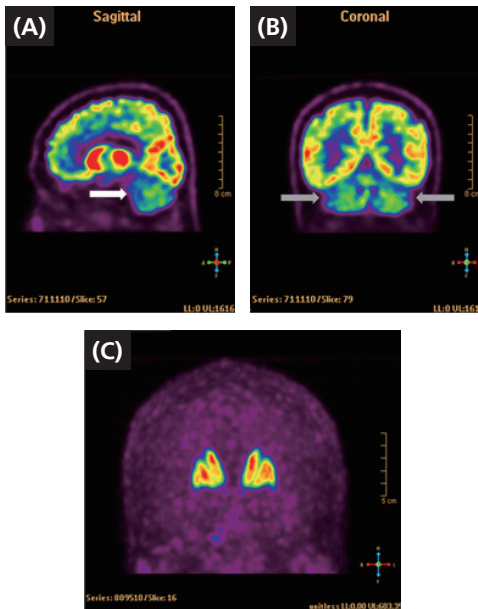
Brain PET-CT imaging of pateint (A) Sagittal PET-CT imaging demonstrates diffusely decreased activity in cerebellum. (White arrow) (2019.2) (B) Coronal PET-CT imaging demonstrates diffusely decreased activity in both cerebellar hemispheres. (Gray arrow) (2019.2) (C) Coronal PET-CT imaging demonstrates normal DAT(Dopamine transporter) binding of both striatum. (2019.2)
